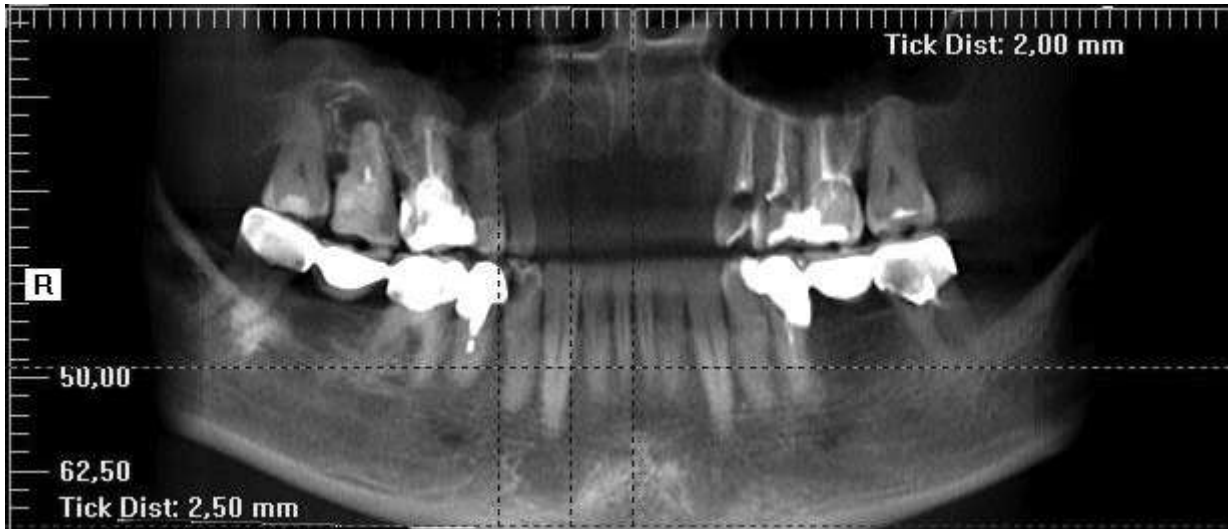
Комп'ютерна томографія пацієнта Г. до лікування
